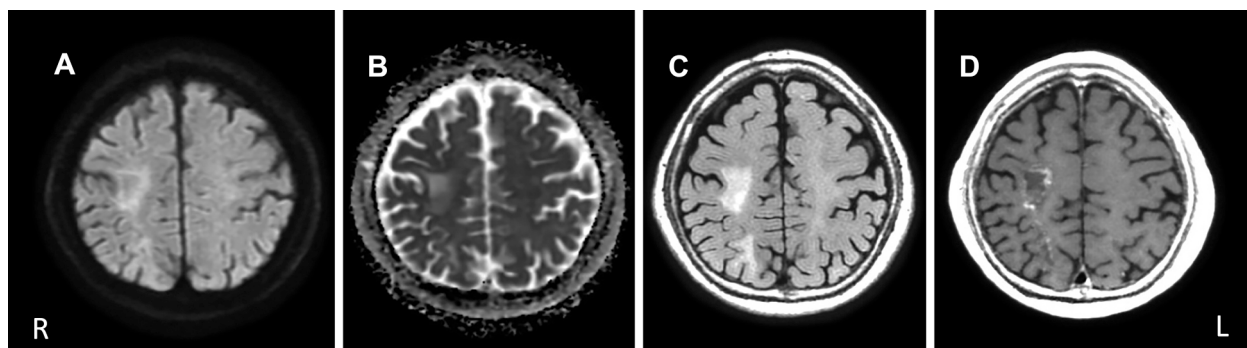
Brain MRI obtained the day before brain biopsy in March.
